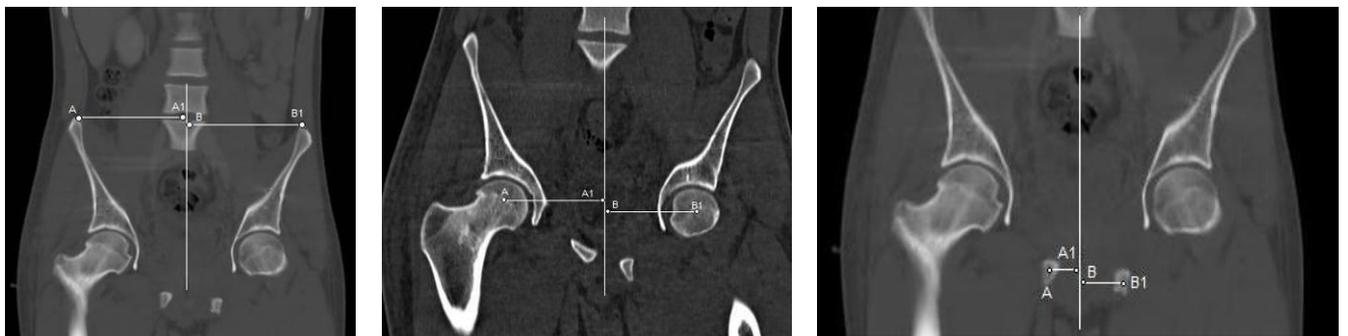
Томографические срезы таза на трех уровнях во фронтальной плоскости у пациента М., с расчетами индексов костной асимметрии (t)
